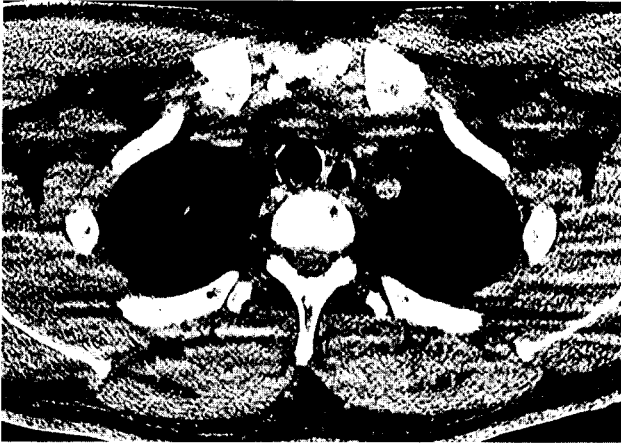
Chest CT scan showed the round, peduculated mass with characteristic hypodensity, which was located in the mid-portion of intrathoracic trachea, occluding the most lumen of trachea.
